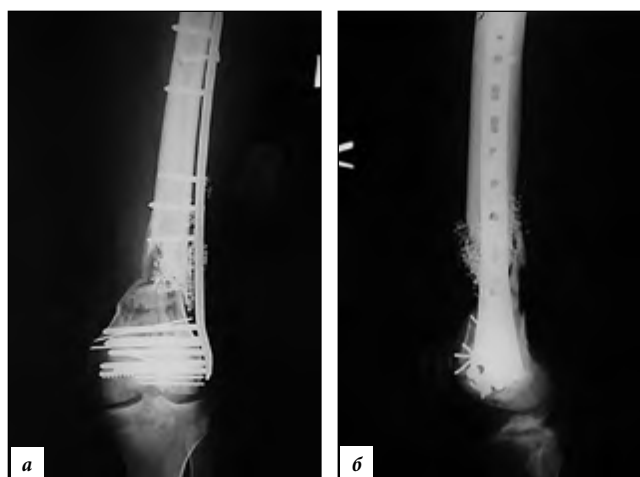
Рентгенологическая картина после первичного остеосинтеза дистальной бедренной кости, блокируемой пластиной, и заполнением краевого дефекта кости гранулированным костным заменителем ChronOS и аутокостью: а – прямая, б – боковая проекции.
